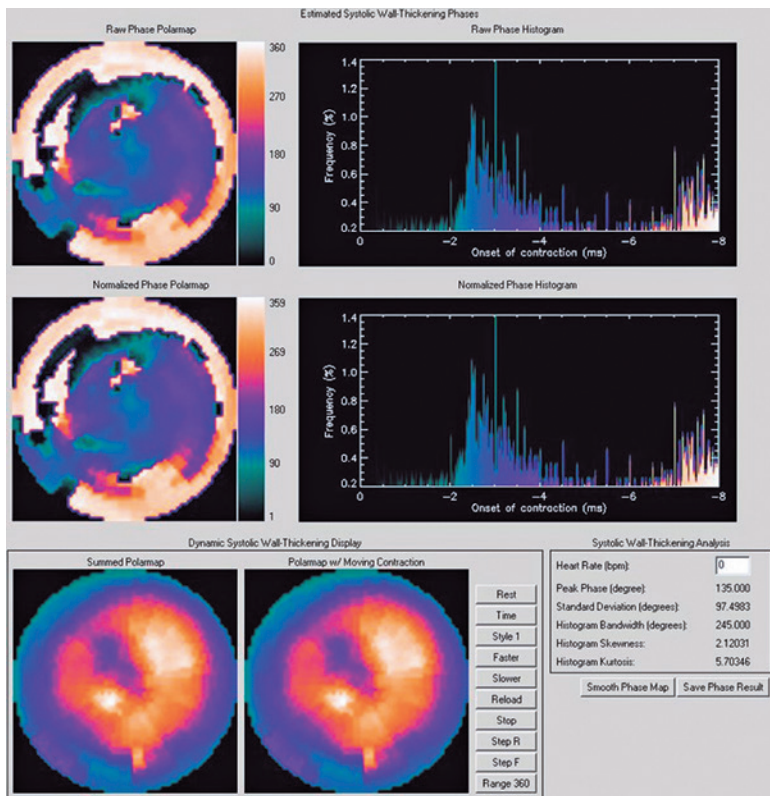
Cintilografia gated-SPECT com análise do sincronismo ventricular antes do implante de ressincronizador, demonstrando acentuada dissincronia configurada por valor de alargamento de banda de 245 graus e desvio padrão de 97 graus.
